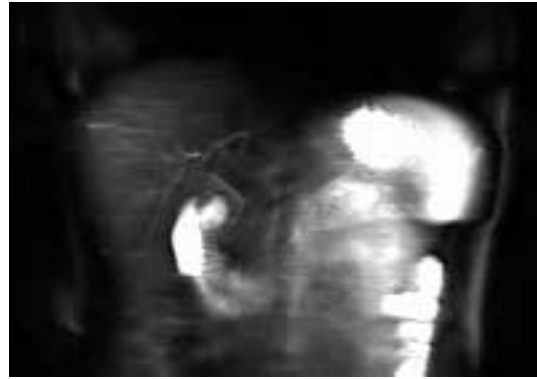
Scansione coronale di colangiogramma RM idrografica di candidato donatore di 30 anni. L'immagine documenta vie biliari provenienti dall'VIII e V segmento che drenano nel dotto biliare sinistro (freccia).
